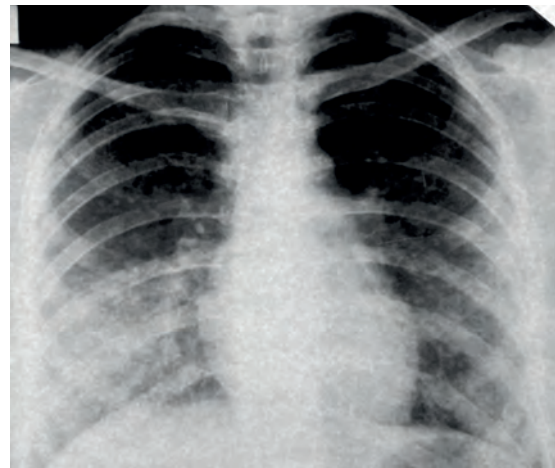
Рентгенографія органів грудної клітки при госпіталізації
